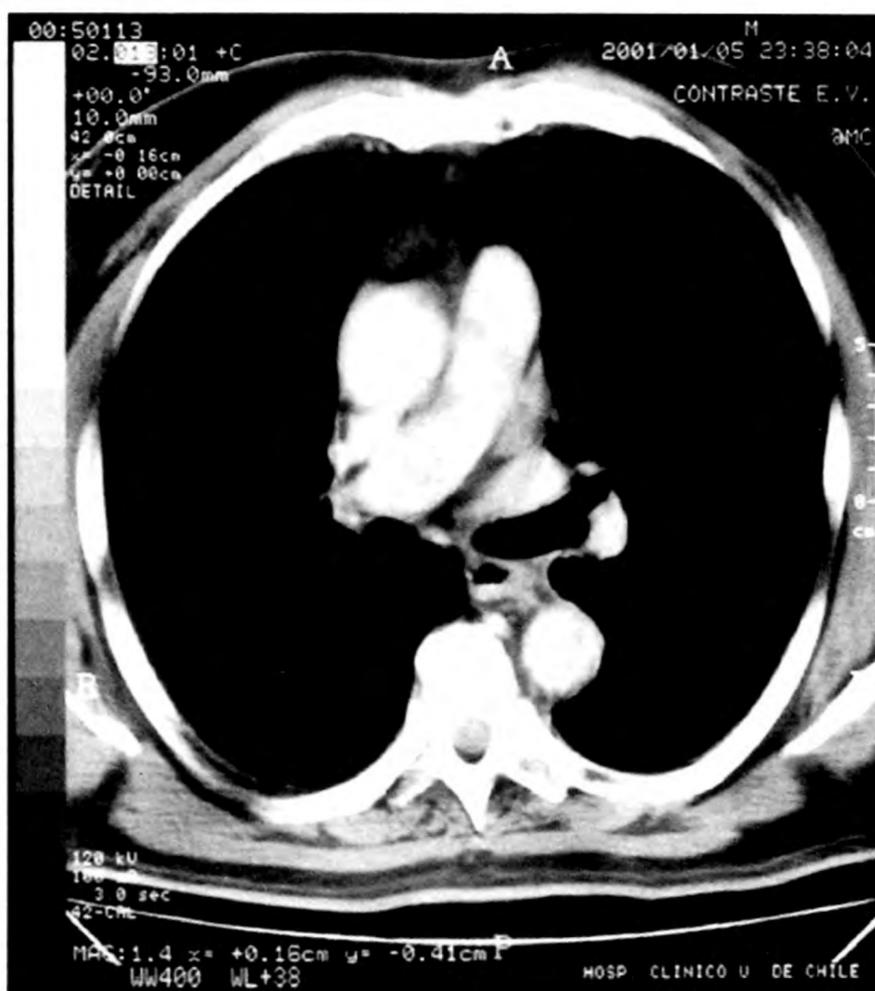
Tomografía de tórax de control (05/01/01)
